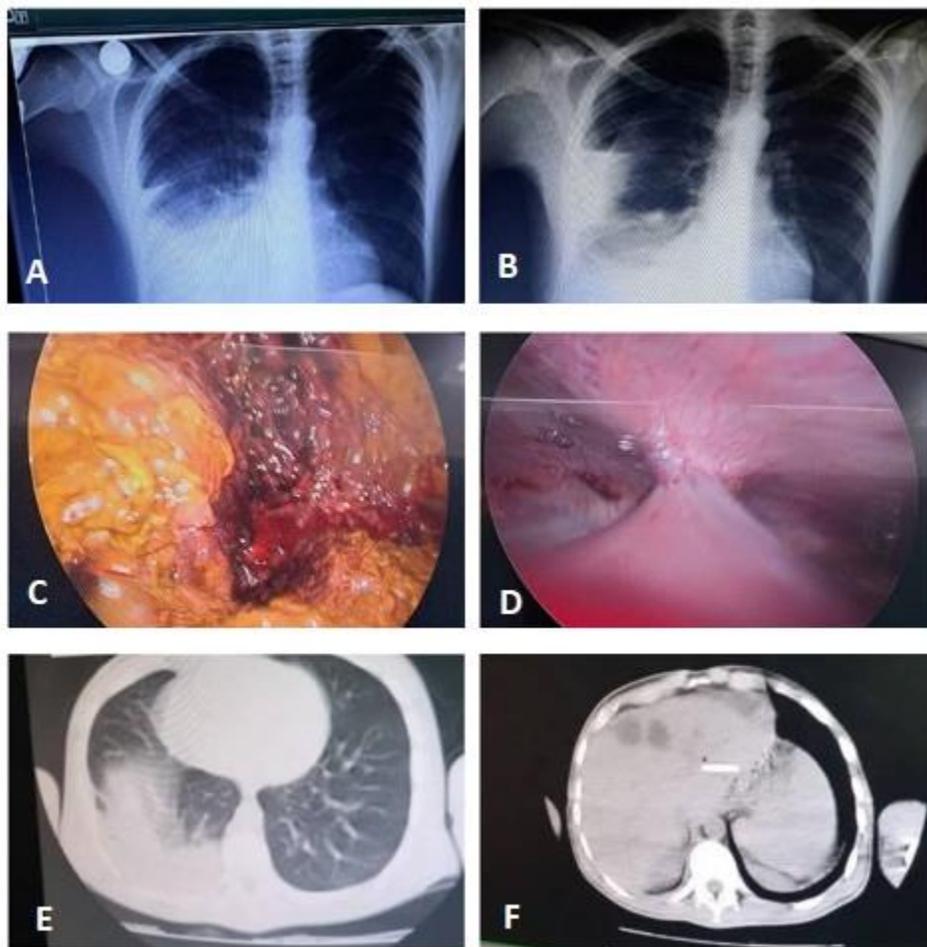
A y B: Rx de tórax. Se observa el derrame pleural. C: Videotoracosopia. Se observan signos de irritación pleural a consecuencia de la bilis derramada en el tórax. D: Videolaparoscopia. Se observa trayecto fistuloso. E: TAC de tórax, donde se observa neumotórax. F: TAC de abdomen. Se observan imágenes sugestivas de abscesos hepáticos.
